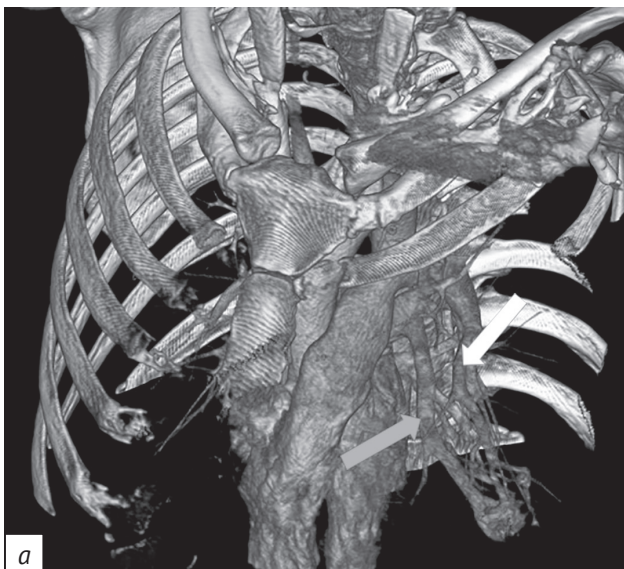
Результаты МСКТ органов грудной клетки (*a-c*). 3D-реконструкция, артериальная фаза контрастирования. Белыми стрелками указана расширенная ветвь легочной артерии, серыми – расширенная ветвь легочной вены
